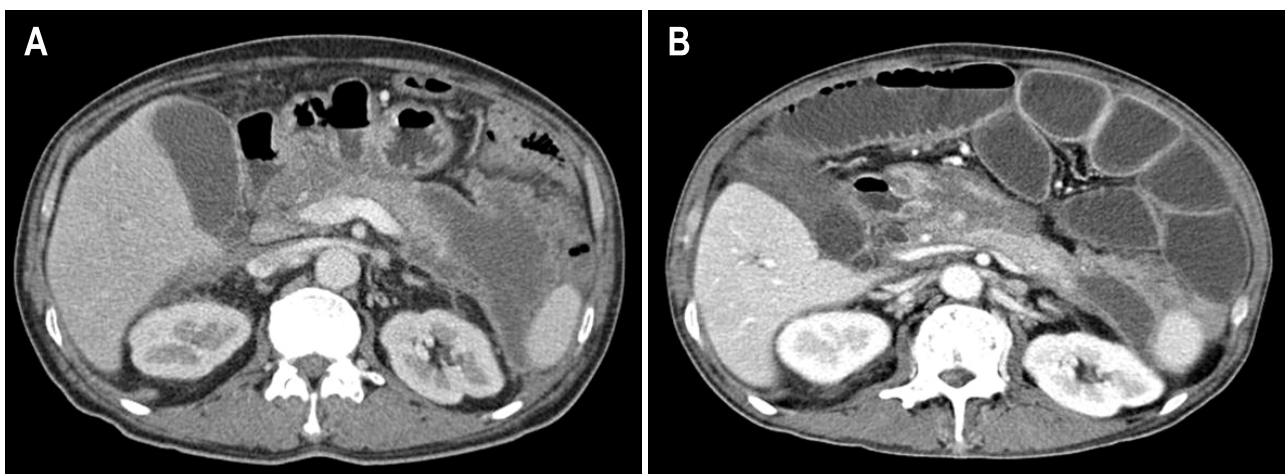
Case 1. Abdominal CT findings on admission. (A) Extensive amount of peripancreatic fluid collection extending to pararenal space was observed. (B) Distal ascending colon obstruction with proximal bowel dilatation was seen.
